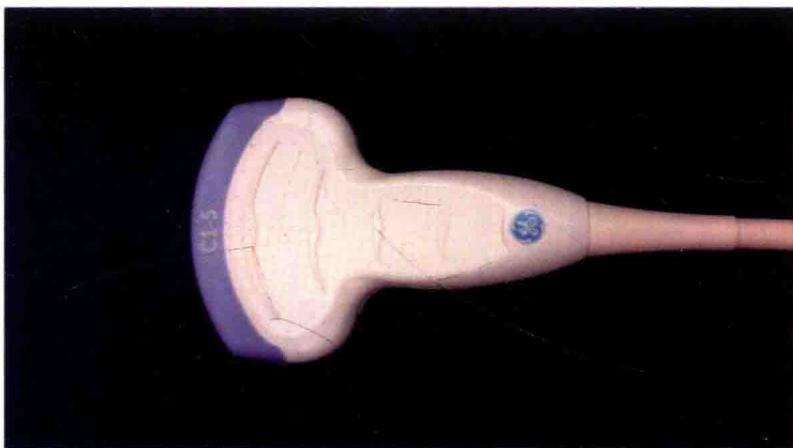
凸阵探头:GE 公司 LoGIQ e 超声仪的 C1-5-RS 宽频凸阵探头(2~5MHz)。
